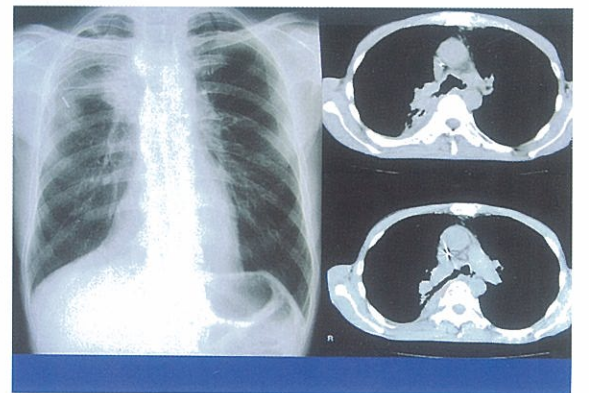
(症例2); 入院時の胸部X線(左)、CT(右上下)
